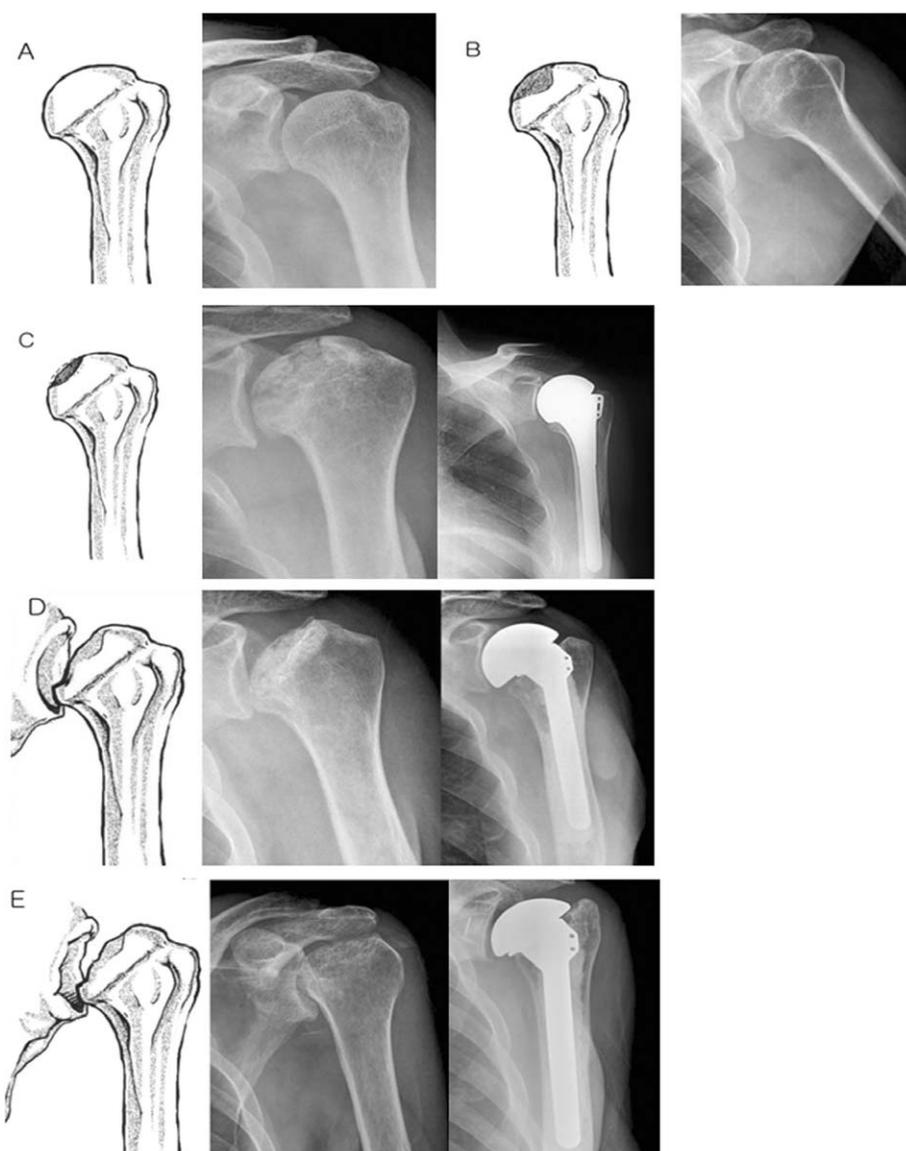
Cruess classification is modified from Ficat & Arlet classification of femoral head osteonecrosis. This divides the osteonecrosis to 5 stages based solely on bony change on plain radiographs. (A) Stage I: no changes yet found on plain radiographs. (B) Stage II: maintained its own sphericity, but a wedge shape or a mottled sclerotic lesion was found. (C) Stage III: crescent sign, hallmark of stage III, was found. Hemiarthroplasty is a treatment method. (D) Stage IV: joint surface and the subchondral bone have collapsed. but, the pathology confined only on the humeral side. Hemiarthroplasty is a treatment of choice. (E) Stage V: glenoid was also involved. Total shoulder arthroplasty is required. (This post operation case is not a part of our current study.)
